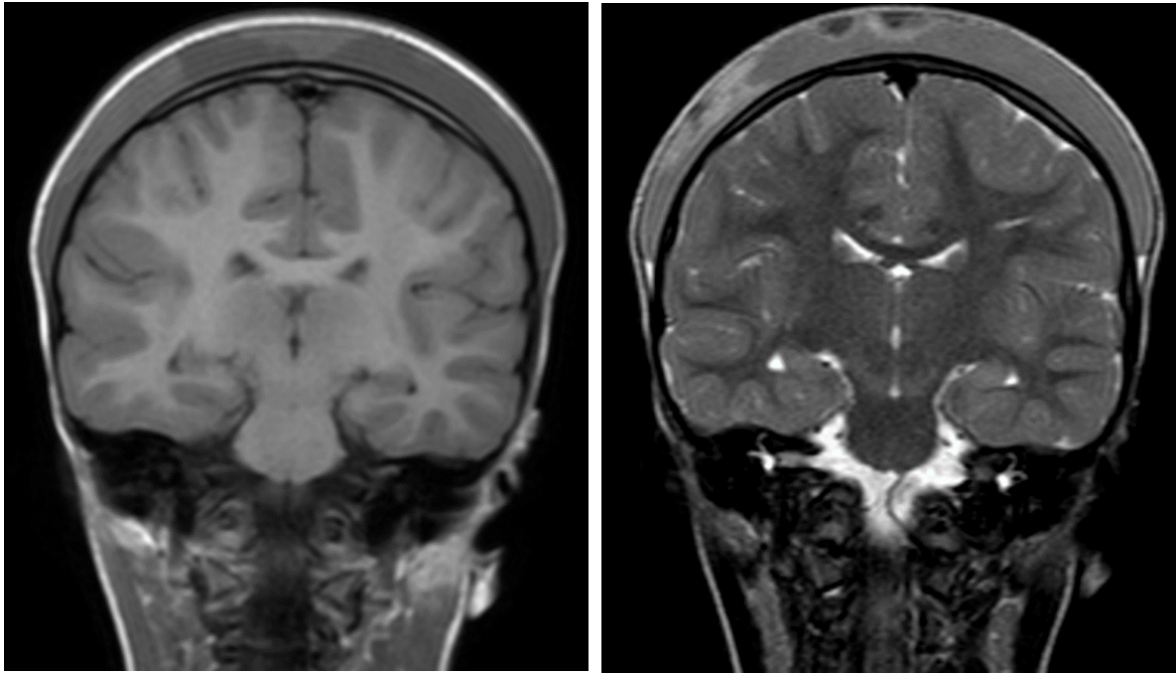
Imagen de resonancia magnética cerebral. Hematoma subgaleal difuso en secuencias T1 y T2. Cruza la fontanela anterior y la sutura sagital. Es la característica principal que diferencia una colección subgaleal de un cefalohematoma. Con esta proyección coronal es imposible confundirlos.
